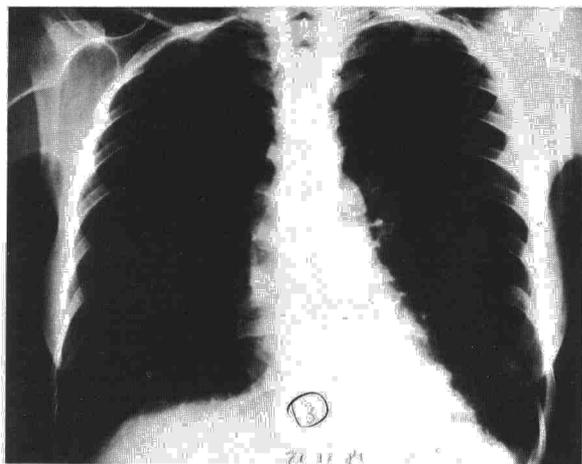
a y b. Radiografía posteroanterior y lateral de tórax: muestran condensación irregular, de características alveolares, localizada en segmentos posterobasales del lóbulo inferior izquierdo.
